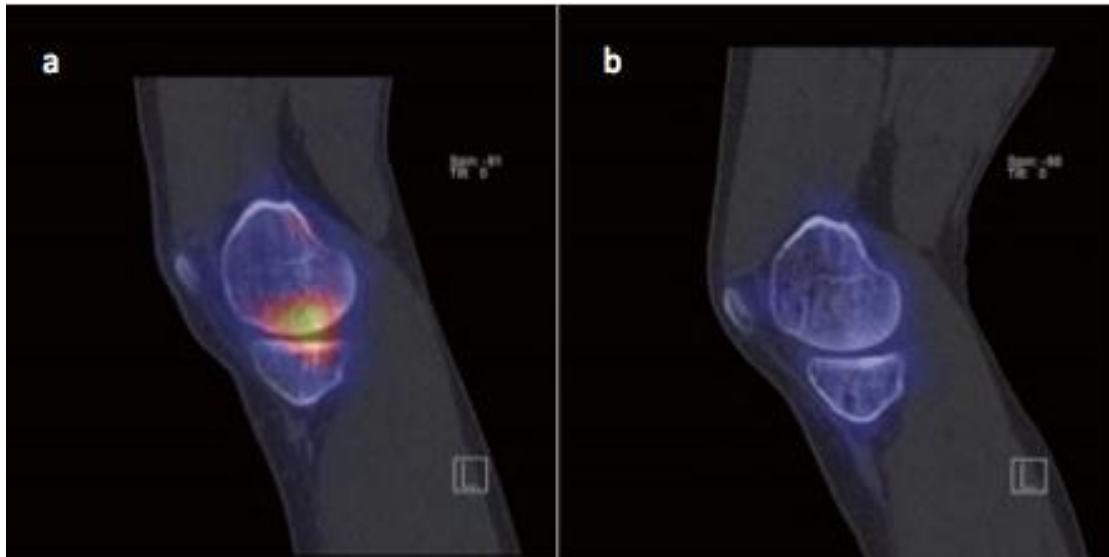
Imagens SPECT – CT plano sagital. a) ^{99m}Tc -HDP-SPECT-CT num doente submetido a uma meniscectomia parcial do menisco interno dois anos antes. Demonstra um aumento de carga no compartimento interno; b) ^{99m}Tc -HDP-SPECT-CT do mesmo doente após uma osteotomia tibial superior e transplante de menisco de poliuretano. Demonstra uma normalização do *uptake* de marcador ósseo e, como tal, normalização da carga articular. Adaptado de Hulet C. *Surgery of the Meniscus*. (Hulet C, Pereira H, Peretti G, Denti M, eds.). Berlin, Heidelberg: Springer Berlin Heidelberg; 2016.
